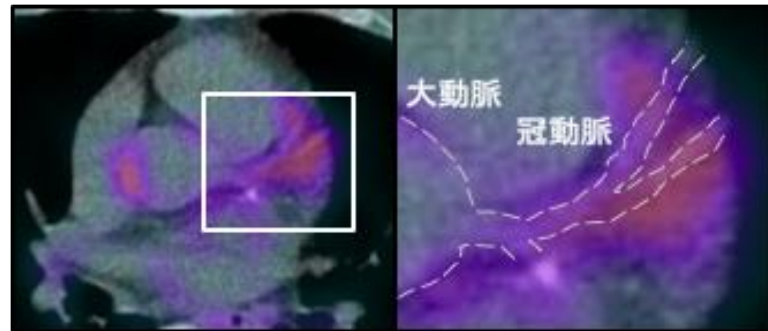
冠攣縮性狭心症における冠攣縮部位の ¹⁸F-FDG PET/CT イメージング
